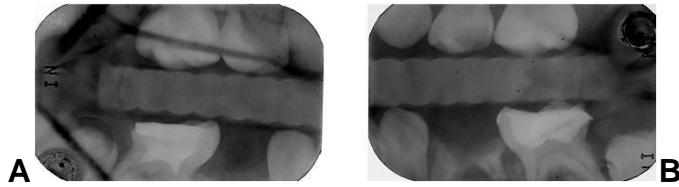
Radiografías Iniciales del 2/ 7/ 09. (A) Coronal derecha. (B) Coronal Izquierda
